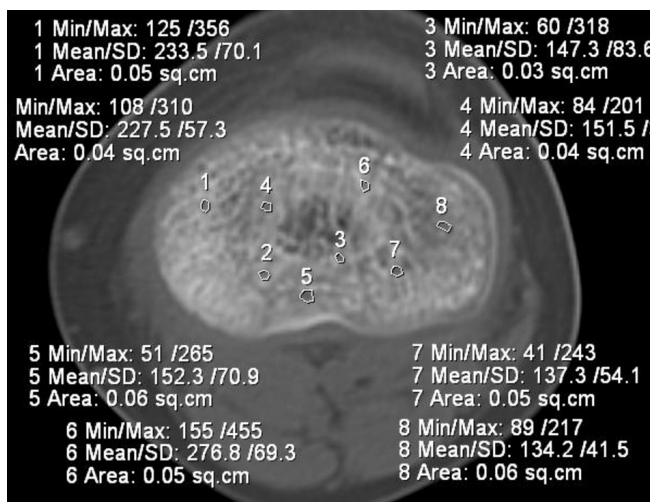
КТ коленных суставов: а — больного Г. с последствиями витамин D-дефицитного рахита, 11 лет, до лечения. Средний размер ячеек 0,05±0,01 см²; б — больного П. с последствиями витамин D-дефицитного рахита, 13 лет, до лечения. Локальная плотность эпифиза бедренной кости варьировала от +121 до +350 HU (общая плотность 230±113,7 HU)
